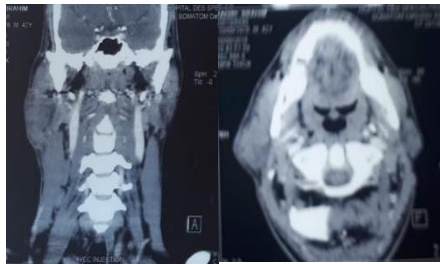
coupes axiale et coronale de TDM cervico-parotidienne
